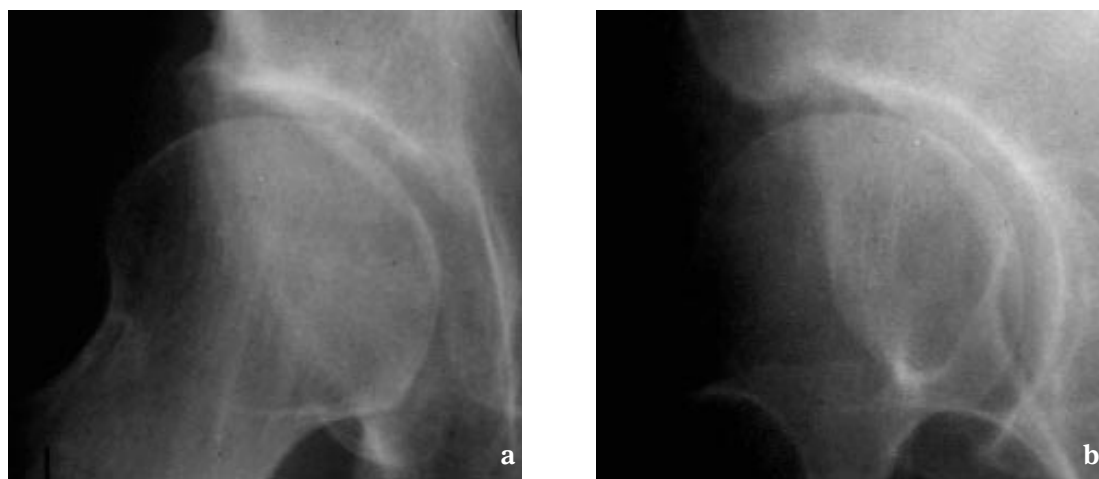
(a) Radiographie de face d'une hanche : l'interligne est d'épaisseur égale partout, il n'y a pas de gradient ni d'ostéophytose. L'interligne est-il normal ou pathologique ?
